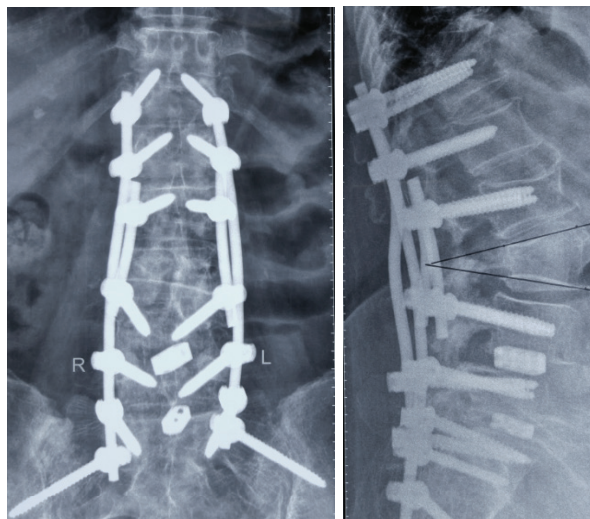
Рентгенограммы в прямой и боковой проекциях. Пациентка 64 лет с дегенеративным поясничным сколиозом и нарушением сагиттального баланса.
